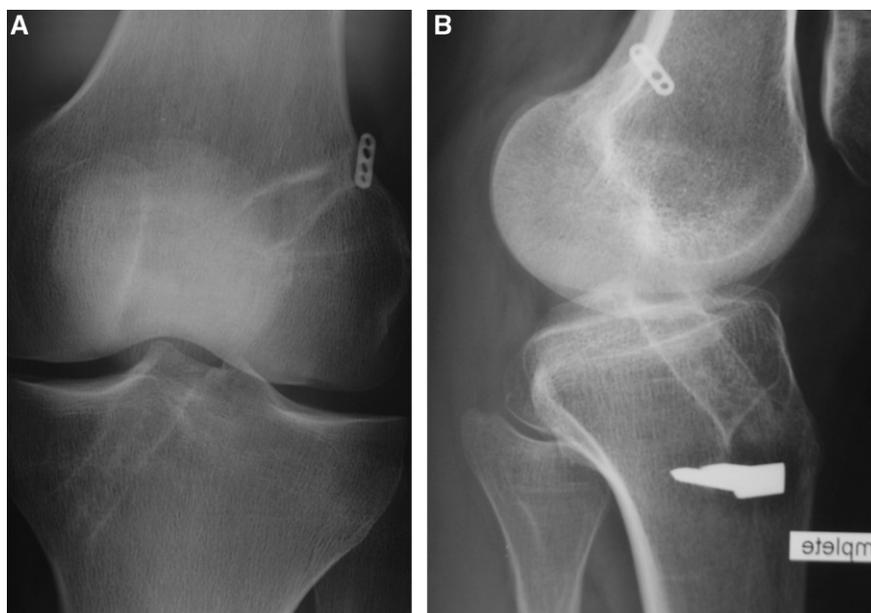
Clichés radiographiques à quatre ans de recul avec (A) vue de face et (B) vue de profil en extension complète du genou de la reconstruction du LCA par les tendons semi-tendinosus et du gracilis (STG) fixés par un endobouton fémoral.
